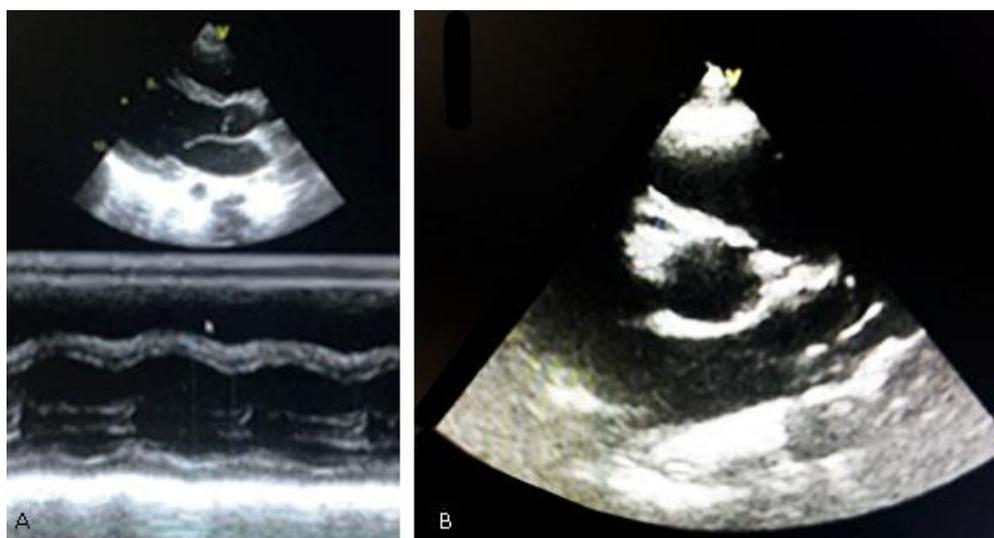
Ecocardiograma transtorácico. A) Función de VI en límite inferior de la normalidad. B) Dilatación de la coronaria derecha de hasta 0,5 cm.
